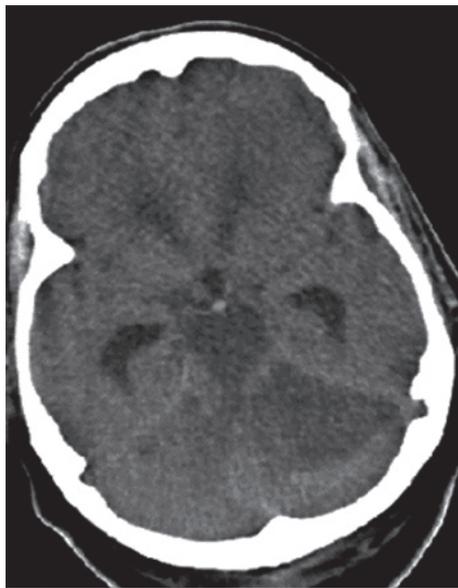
Tomografía computarizada de un paciente en coma luego de un infarto del territorio vertebrobasilar, causado por una trombosis de la arteria basilar.
